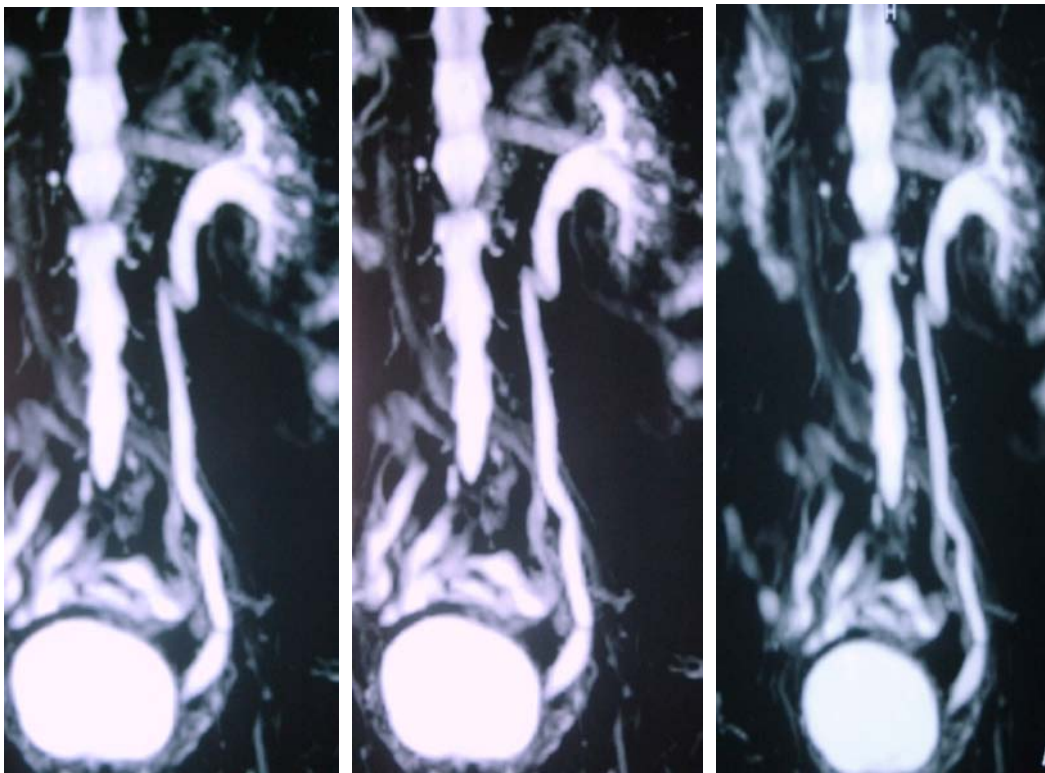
Imagen de RM HASTE. Dilatación ureteral izquierda
